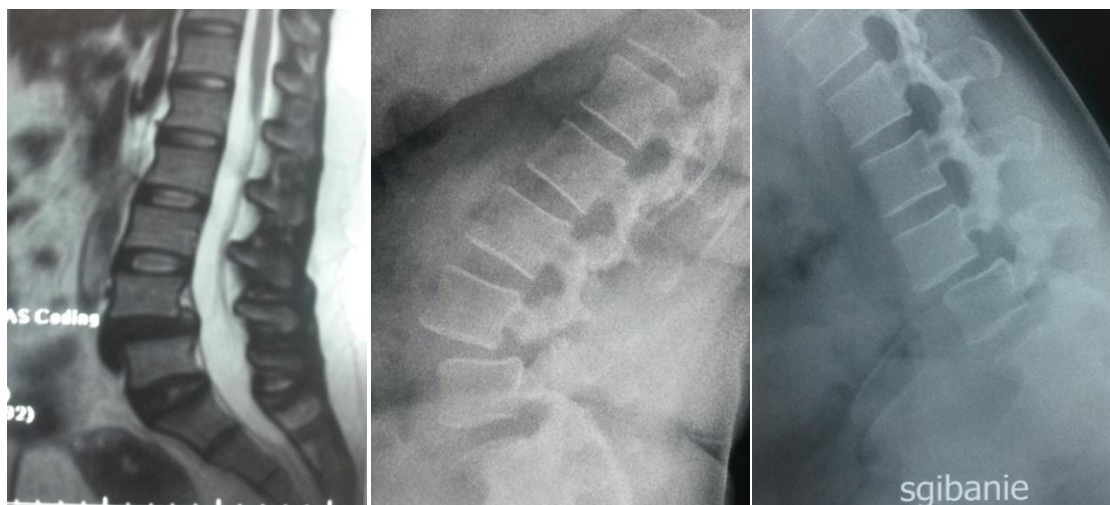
МРТ и функциональные рентгенограммы больной Г., 48 лет с антеро- листезом Iст. V L4 до операции
